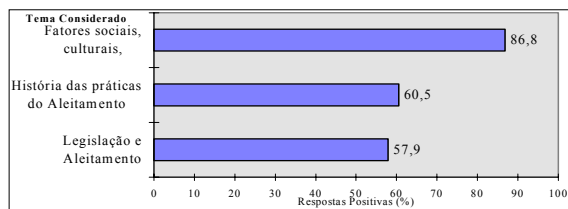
ASPECTOS POLÍTICO-SOCIAIS
